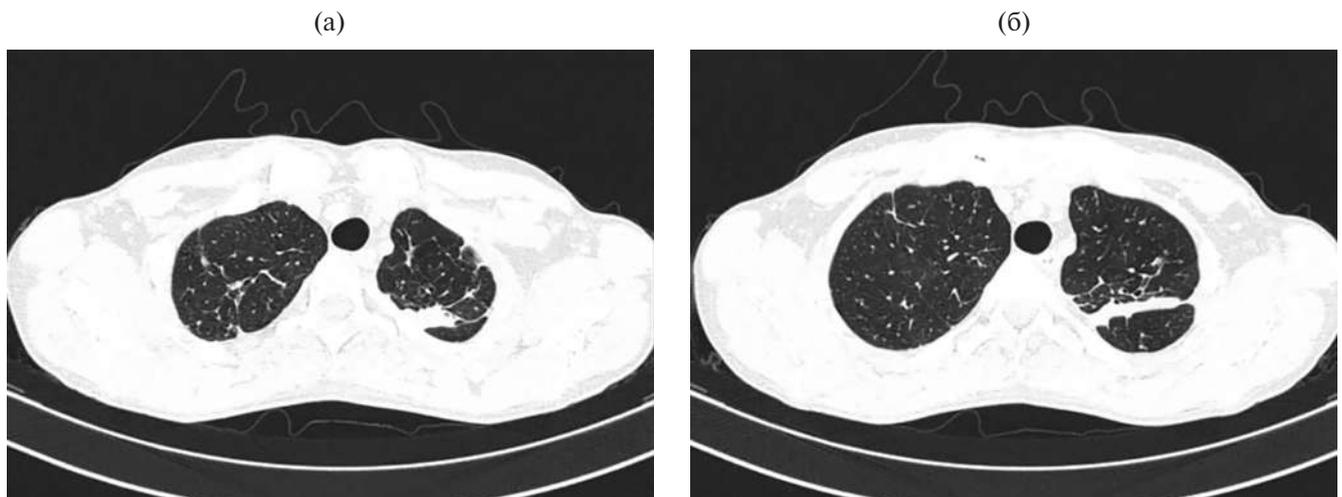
Аксиальные срезы (а, б) КТ ОГК пациентки от 18.03.2019 (после 4 месяцев лечения по РХТ ВРaL)
